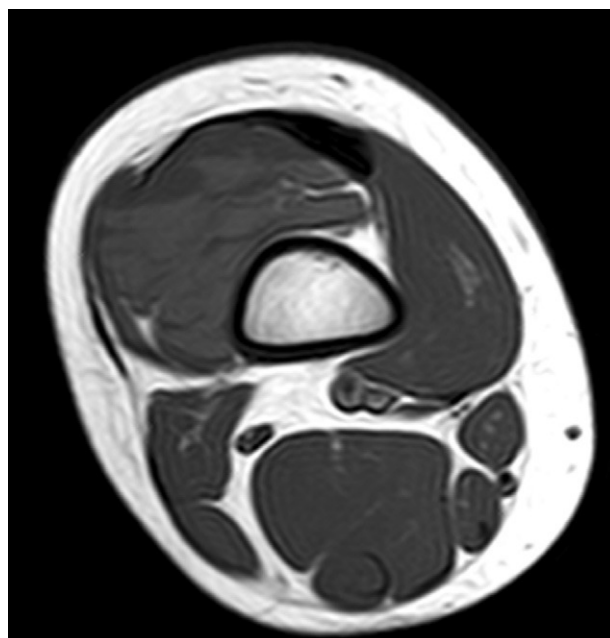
RM en plano axial ponderado en T1 que evidencia una masa sólidoquística con niveles líquido-líquido afectando a vasto intermedio y vasto externo.
